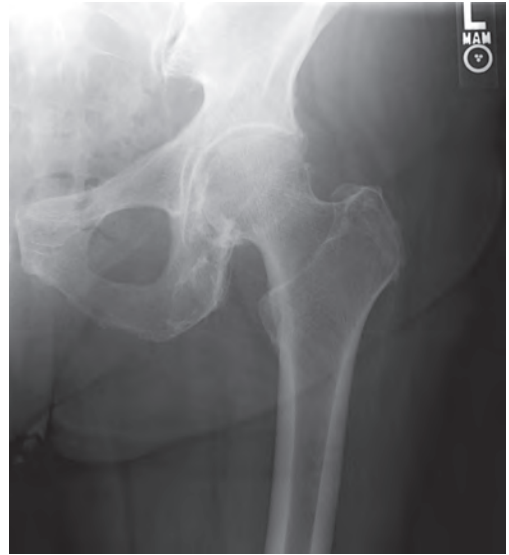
Рентгенография левого тазобедренного сустава. Асимметричное сужение суставной щели и склероз.
